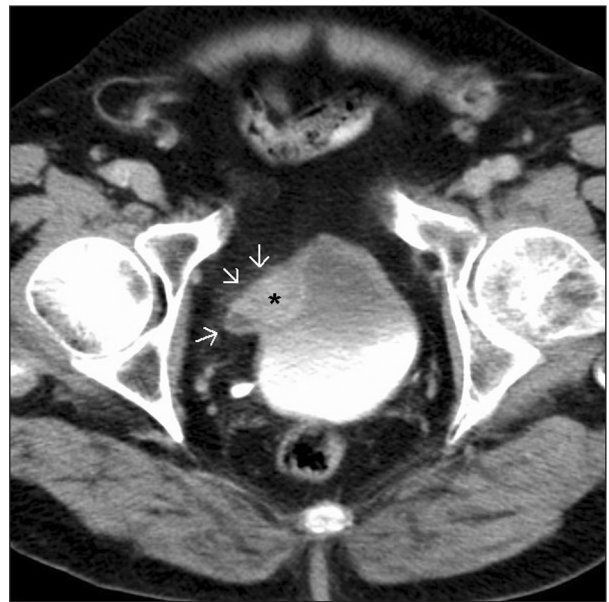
TAC. Urotelioma vesical infiltrante. Masa en la pared vesical (asterisco) con captación de contraste y afectación de la grasa perivesical (flechas).
